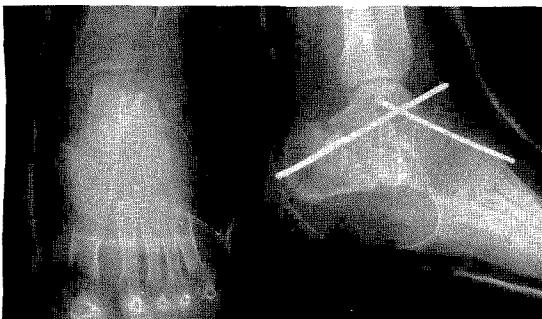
Immediate postoperative x-ray shows wide resection & triple arthrodesis was performed.
